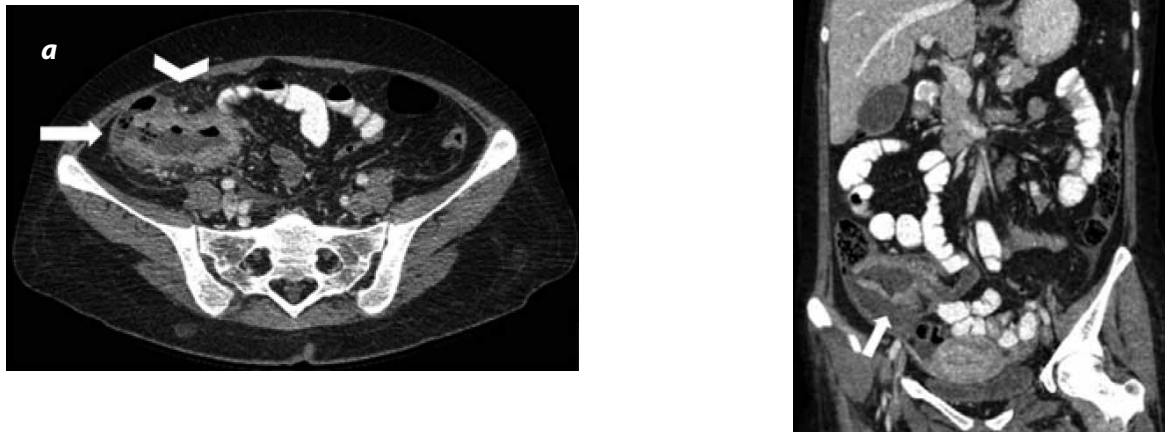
TC contrastada de abdomen axial (a) y reconstrucción coronal (b) de un hombre de 33 años de edad. Es evidente un engrosamiento concéntrico e irregular de ileon distal, válvula ileocecal y ciego (flechas); también, estriación de la grasa pericecal (cabeza de flecha).
